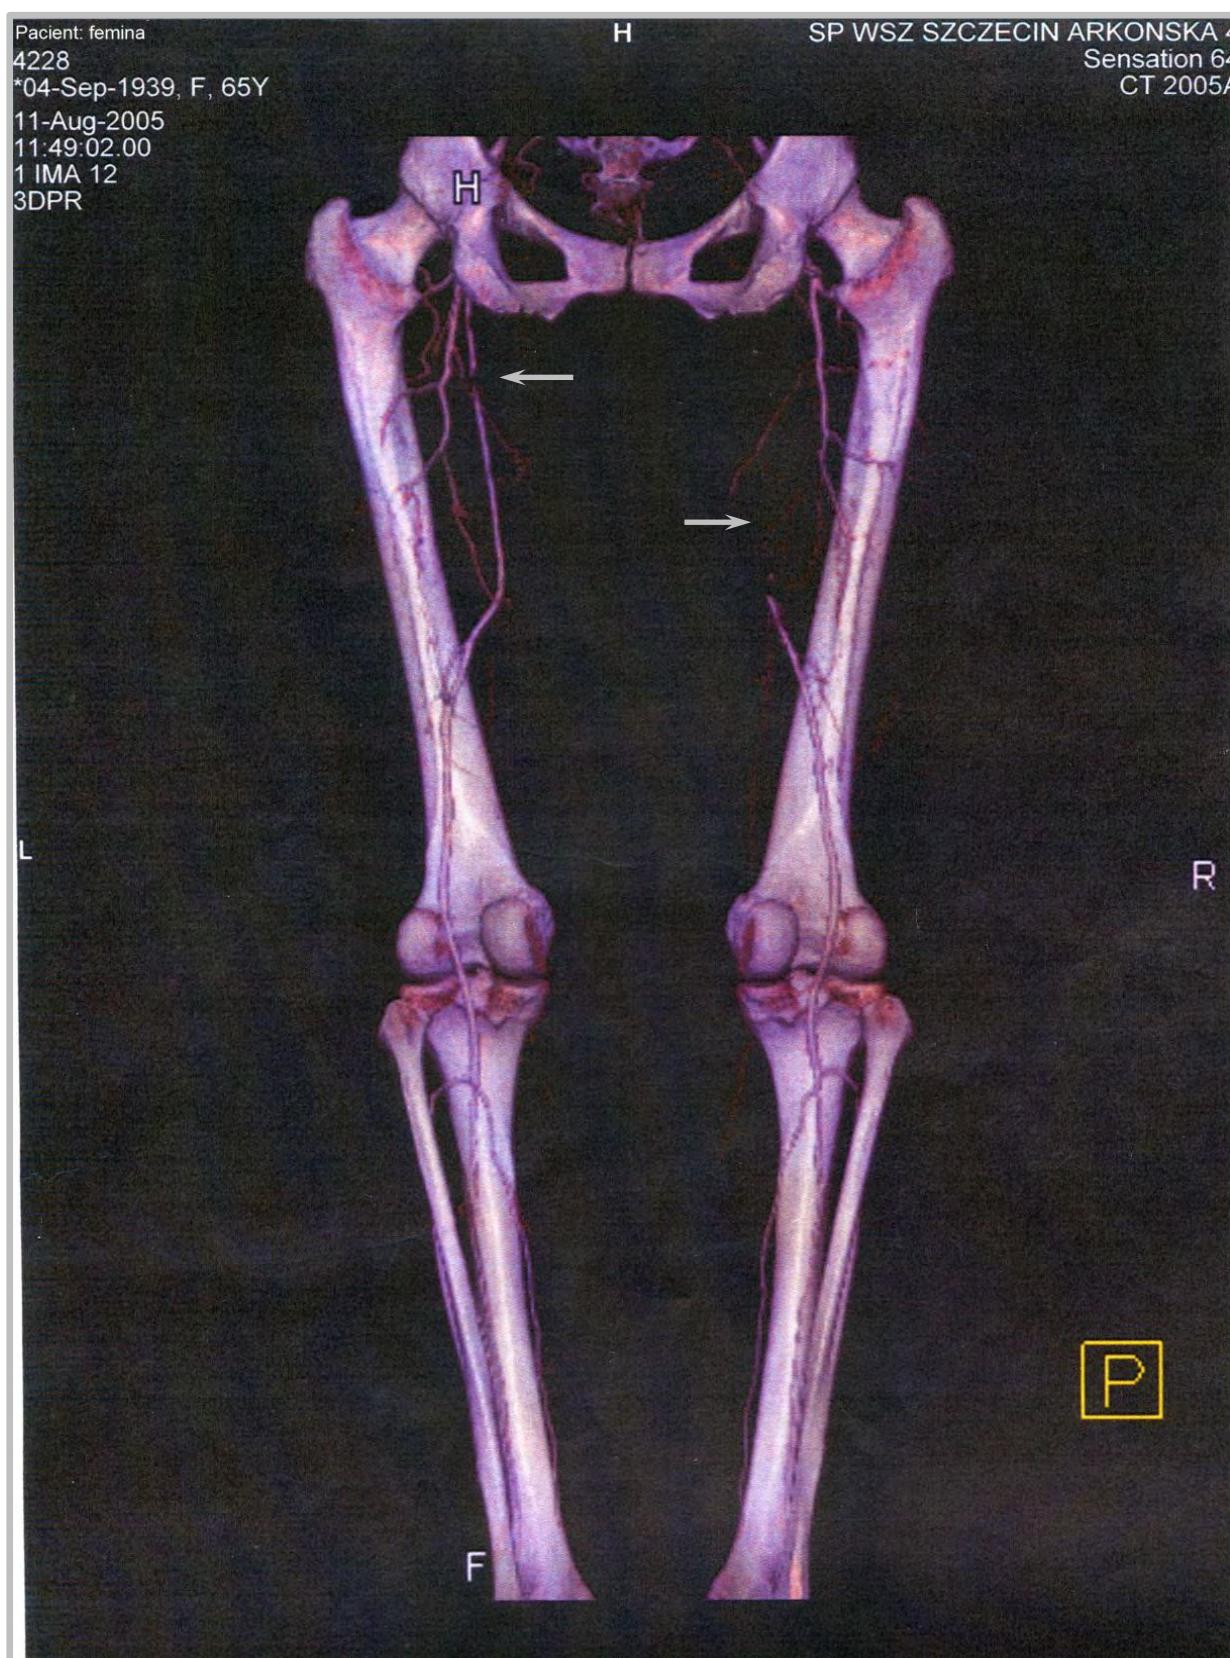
Компьютерная томографическая ангиография артерий таза пациента М. с облитерирующим эндартериитом нижних конечностей. Места критического сужения просвета сосудов обозначены белыми стрелками.
